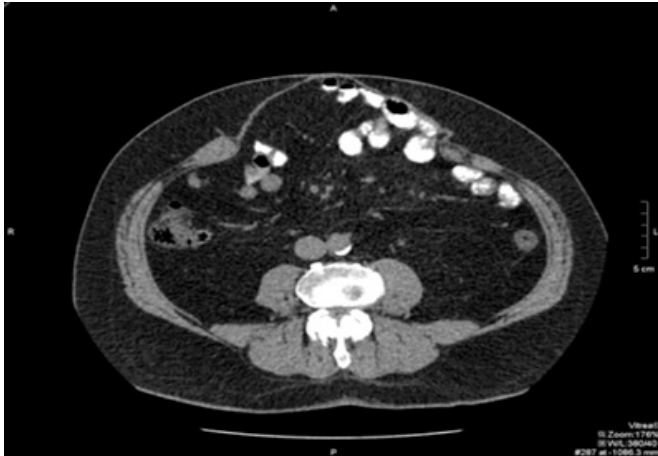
На КТ-снимке видны грыжевые ворота и грыжевой дефект в горизонтальной проекции.
